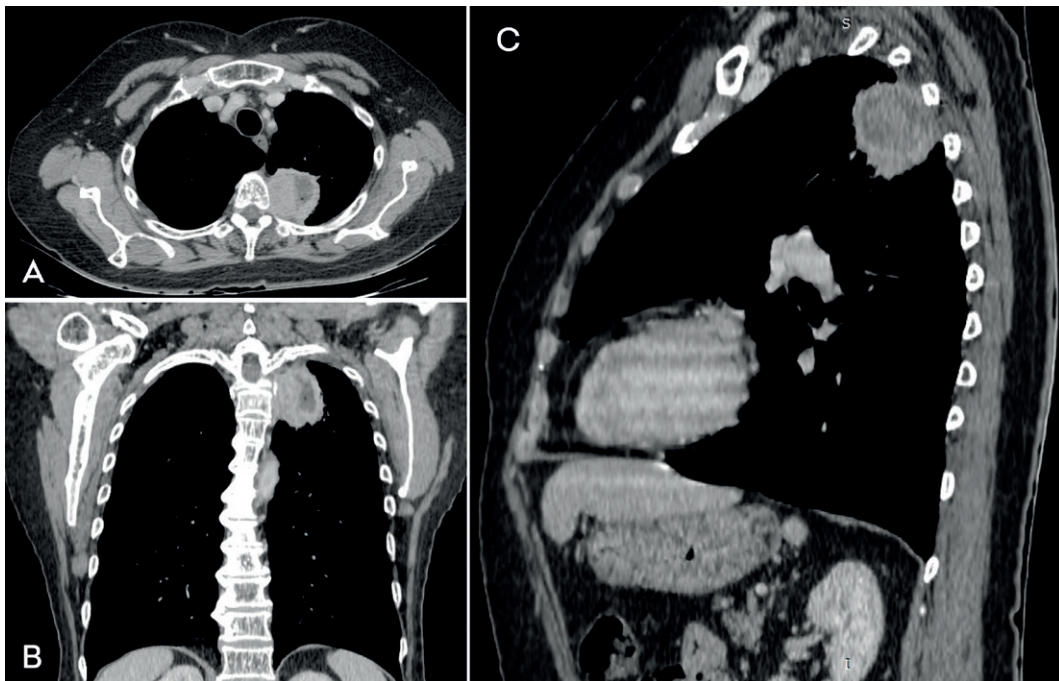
TC do tórax com janela para partes moles, após administração de meio de contraste, evidenciando tumor no ápice pulmonar esquerdo. As reformatações multiplanares (MPR) nos planos (A) axial, (B) coronal e (C) sagital permitem um melhor entendimento da localização e extensão da lesão.
